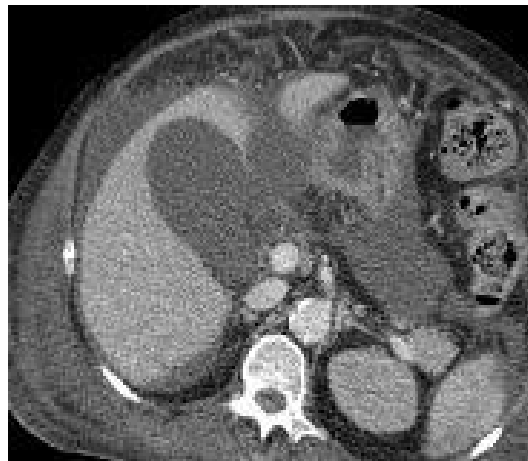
TDM abdominale coupes transversales montrent les cholécystites compliquées :
